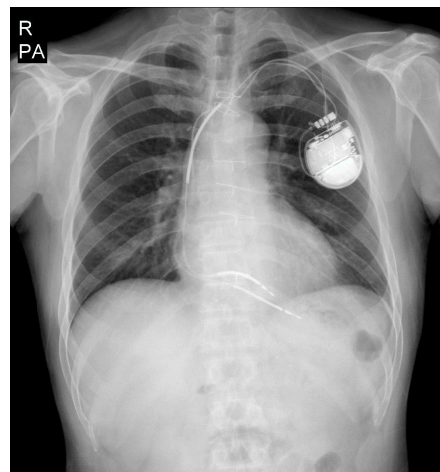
Chest radiograph of patient at the day of admission.
